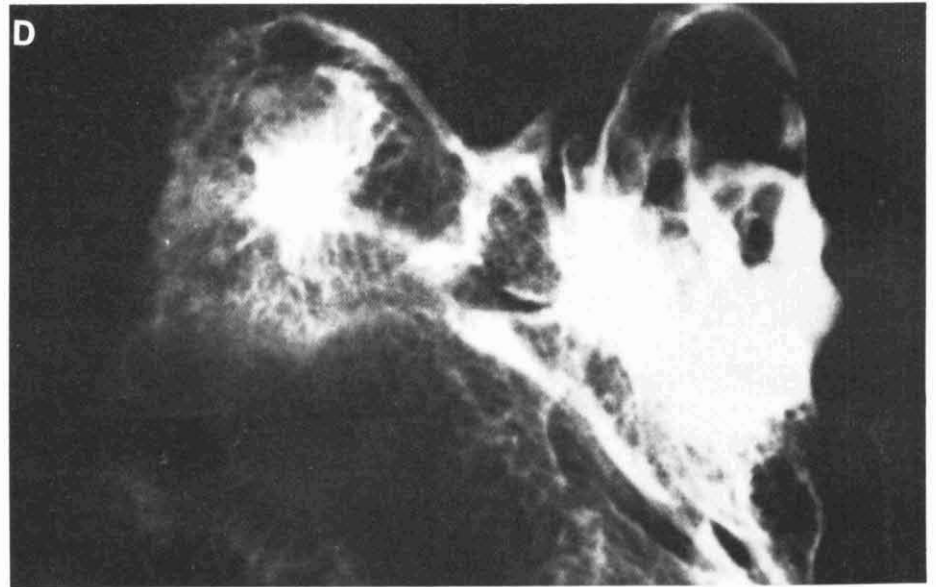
Radiografía convencional de la pieza, que permite ver las cavidades intratumorales, los tubos vasculares y la zona eburnizada. (Cliché, Santiago Vila).
